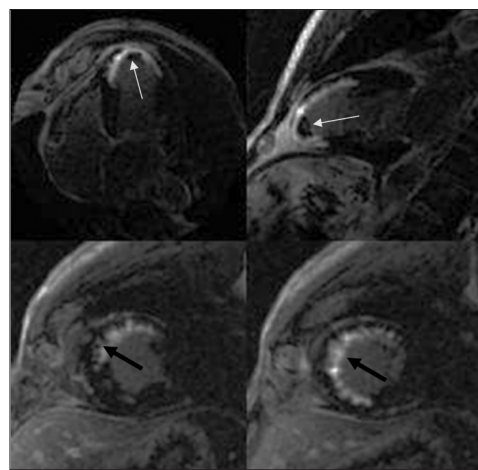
МРТ-зображення ЛШ по довгій і короткій осі при відстроченому контрастуванні з Gd. На МРТ-зображеннях відмічається посилення інтенсивності МР-сигналу (пізні посилення) й затримка вимивання контрасту в зоні субендокардіальних постінфарктних змін (чорна стрілка). Чітко візуалізується тромб у проєкції верхівкового сегмента ЛШ (біла стрілка)
